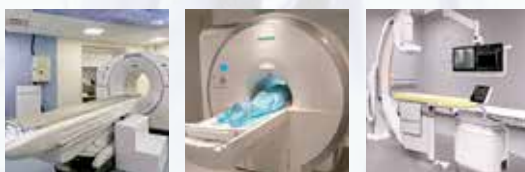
Обеспеченность инсультных центров диагностическим оборудованием (КТ, МРТ, ангиографические установки) и специалистами по РК
